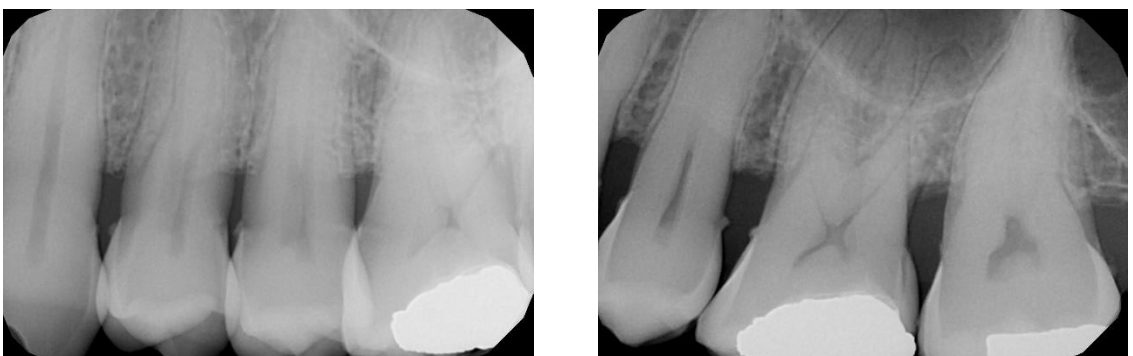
Radiografías periapicales del segundo cuadrante sector posterior.
